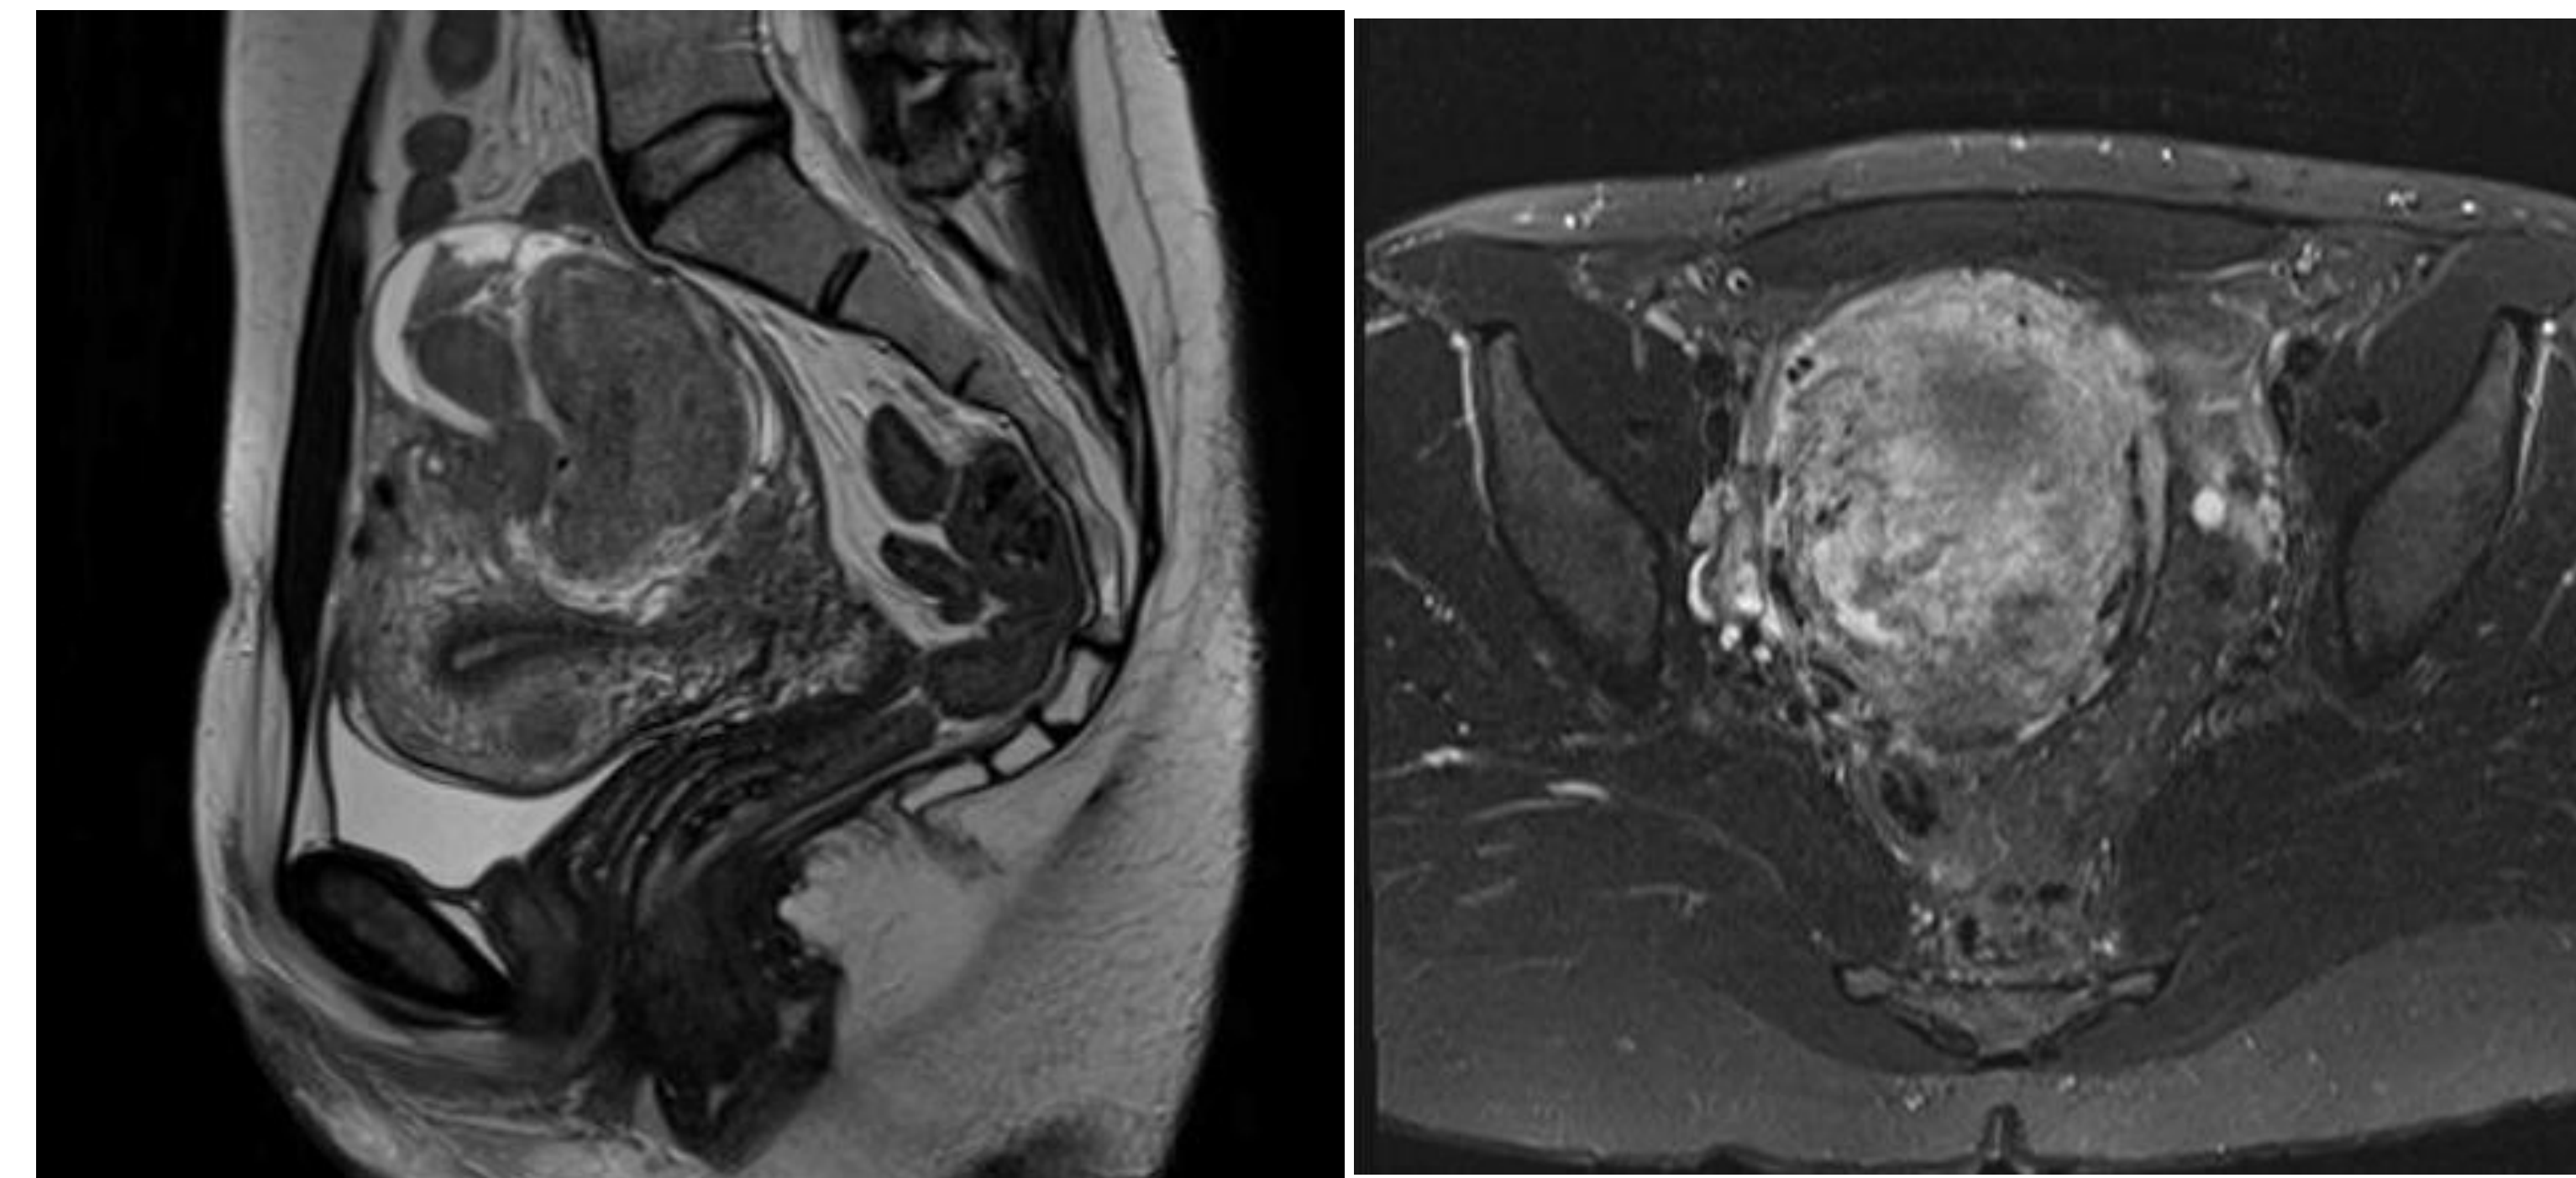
Resonancia magnética de pelvis (corte sagital y transversal).
